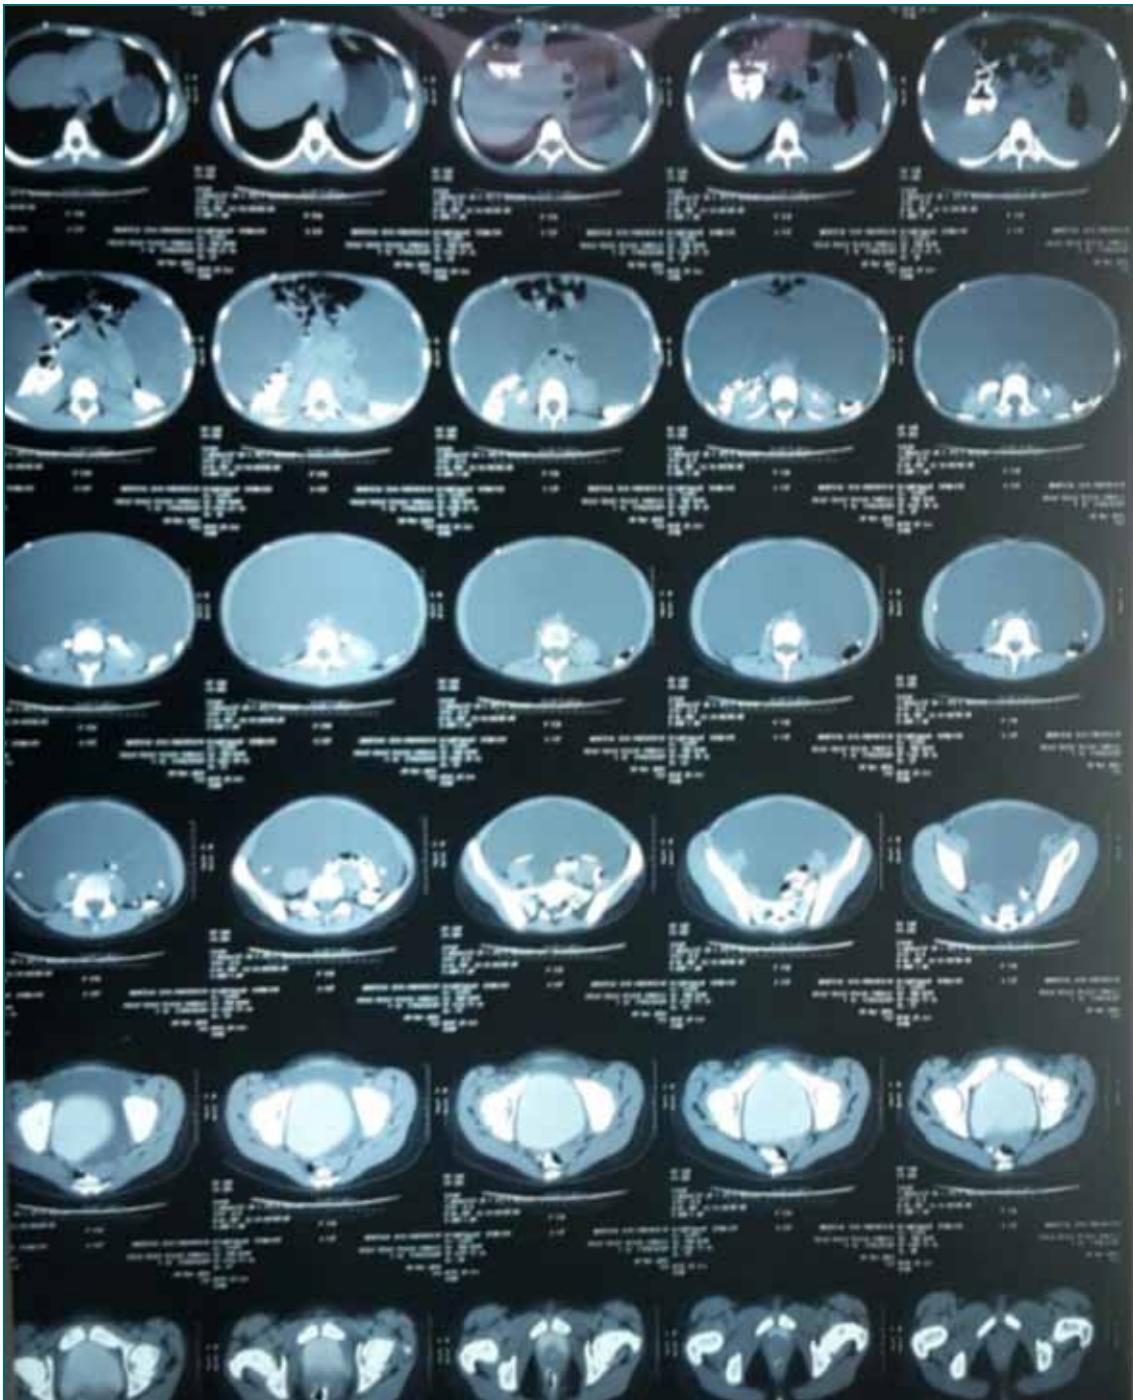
TAC. Colección de líquido abdominal rodeado por membrana.
